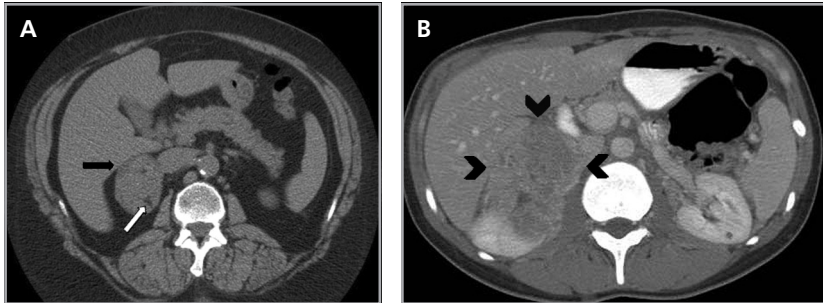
Macrotumor suprarrenal benigno. Corte axial de tomografía computada sin uso de contraste (a) donde se demuestra en la glándula suprarrenal derecha un tumor (flecha negra) con contenido adiposo macroscópico (flecha blanca), consistente con un mielolipoma. (b) lesión sólida hipodensa, lobulada (cabezas de flechas) localizada en la glándula suprarrenal derecha, en un paciente con antecedente de hipertensión arterial. El estudio patológico de la lesión demostró un feocromocitoma.
